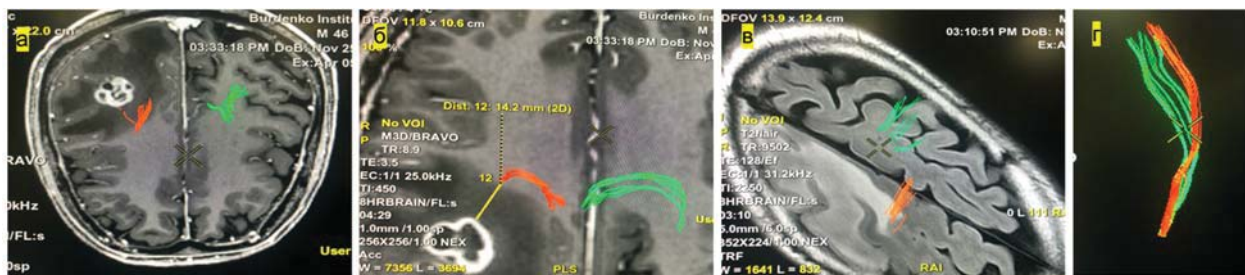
МРТ до оперативного вмешательства.
